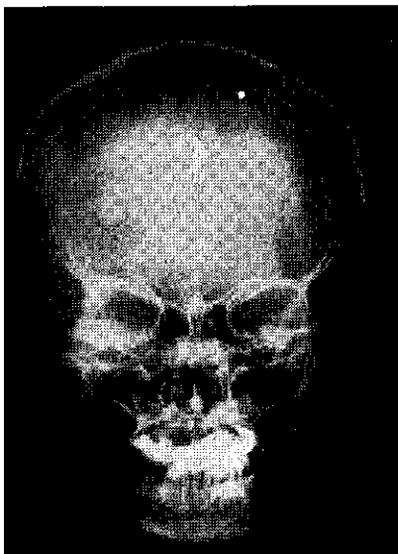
Radiografía anteroposterior del cráneo. Nótese en la región frontal, sobre la línea media, la presencia de una zona de calcificación.
